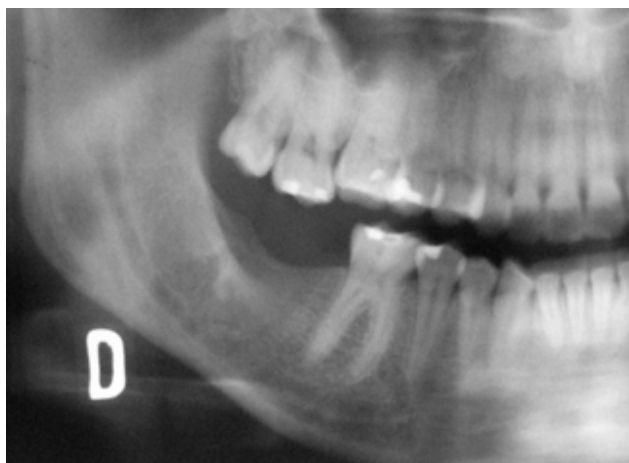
Radiografia panorâmica pós-operatória de 2 anos.
